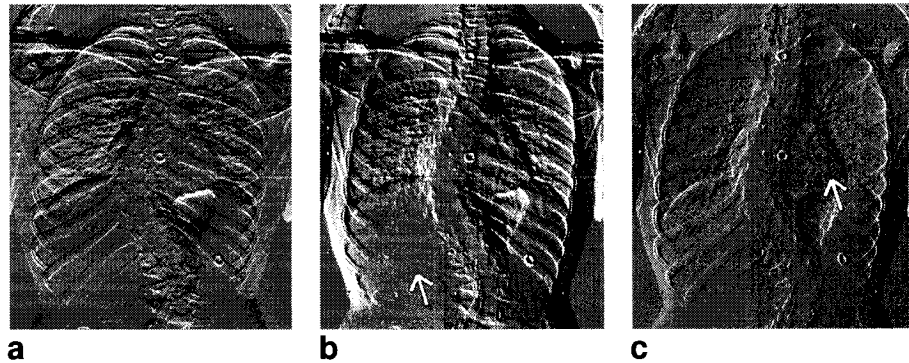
Embossed image from anisotropic filtering (2) on a chest radiograph of scoliotic patient with centered grayscale ($\mu=128$). Orientation θ , contrast γ and depth δ are all controllable parameters. Here (a) $\theta = 90^\circ$, $\gamma = 5$, $\delta = 3$ (b) $\theta = 40^\circ$, $\gamma = 6$, $\delta = 5$ (c) $\theta = 336^\circ$, $\gamma = 1$, $\delta = 2$. Notice that ribs get filtered out when embossing angle θ is set in the appropriate direction. The white arrows point out zones where ribs have completely disappeared.
